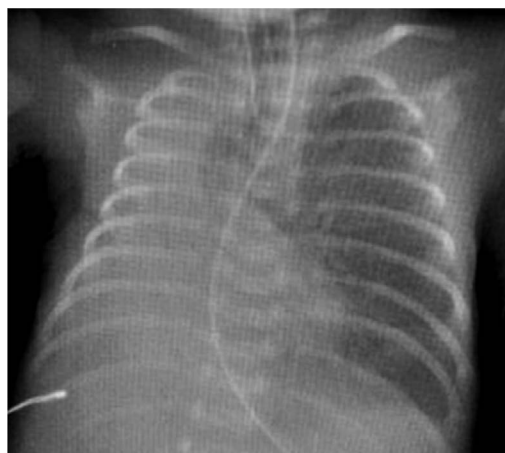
Рентгенограмма органов грудной полости на 23 сут жизни: тотальный ателектаз правого лёгкого.
